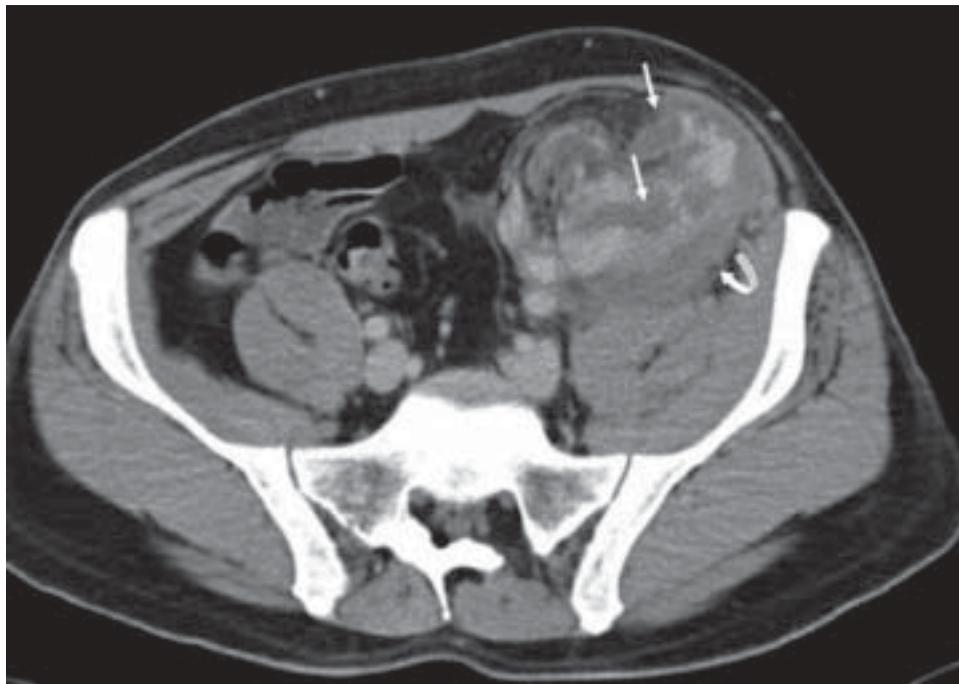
Tomografía computarizada del injerto. Se muestran dos imágenes lineales hipocoicas compatibles con fractura del polo inferior (flechas).
